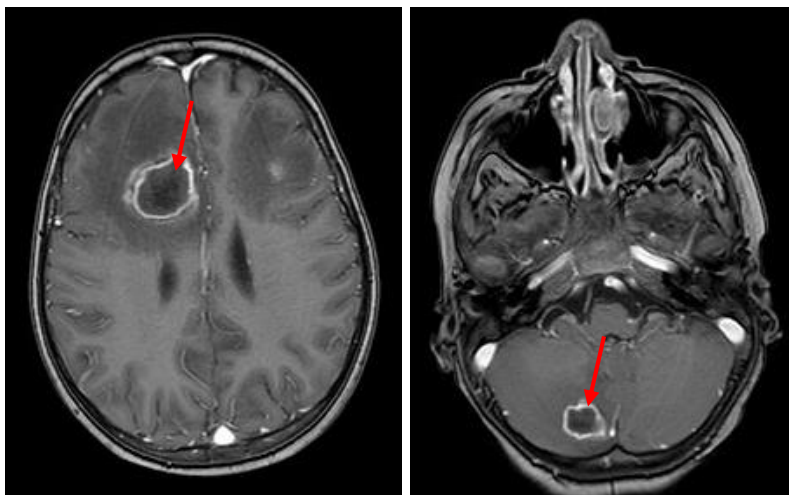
МРТ ЦНС ребенка гистиоцитозом из клеток Лангерганса и острым рассеянным энцефаломиелитом
